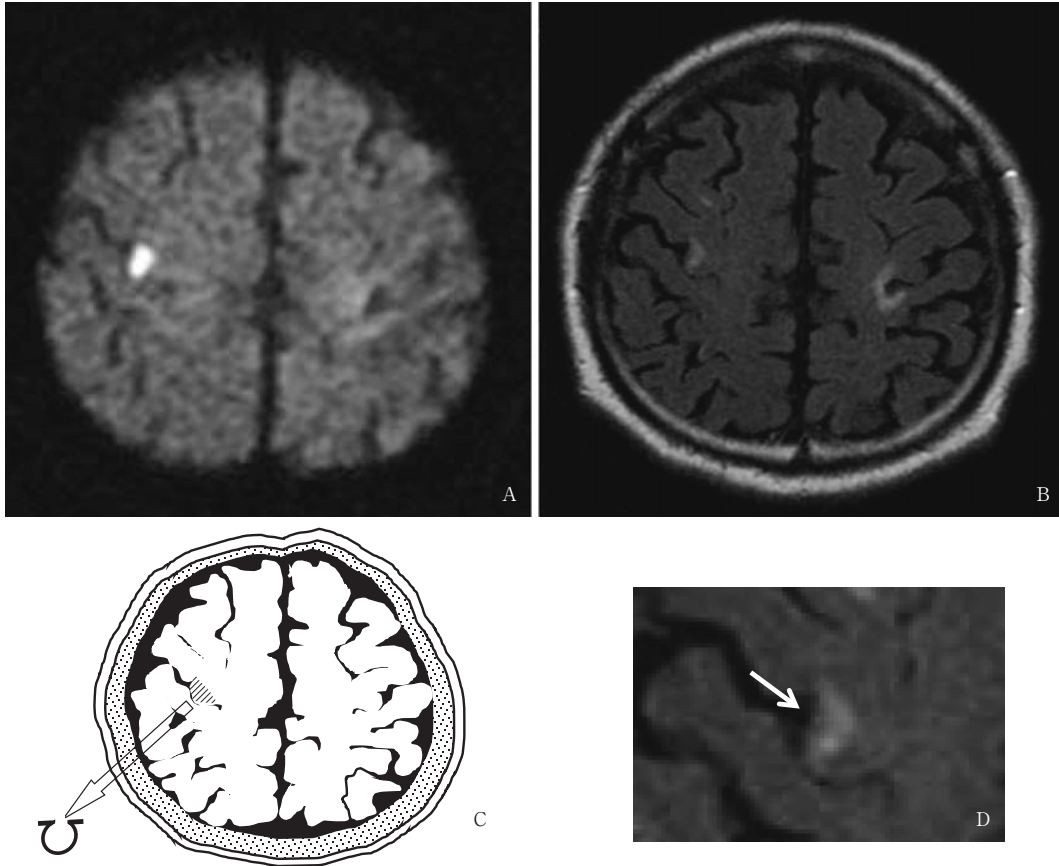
Brain MRI on the next day after admission.
